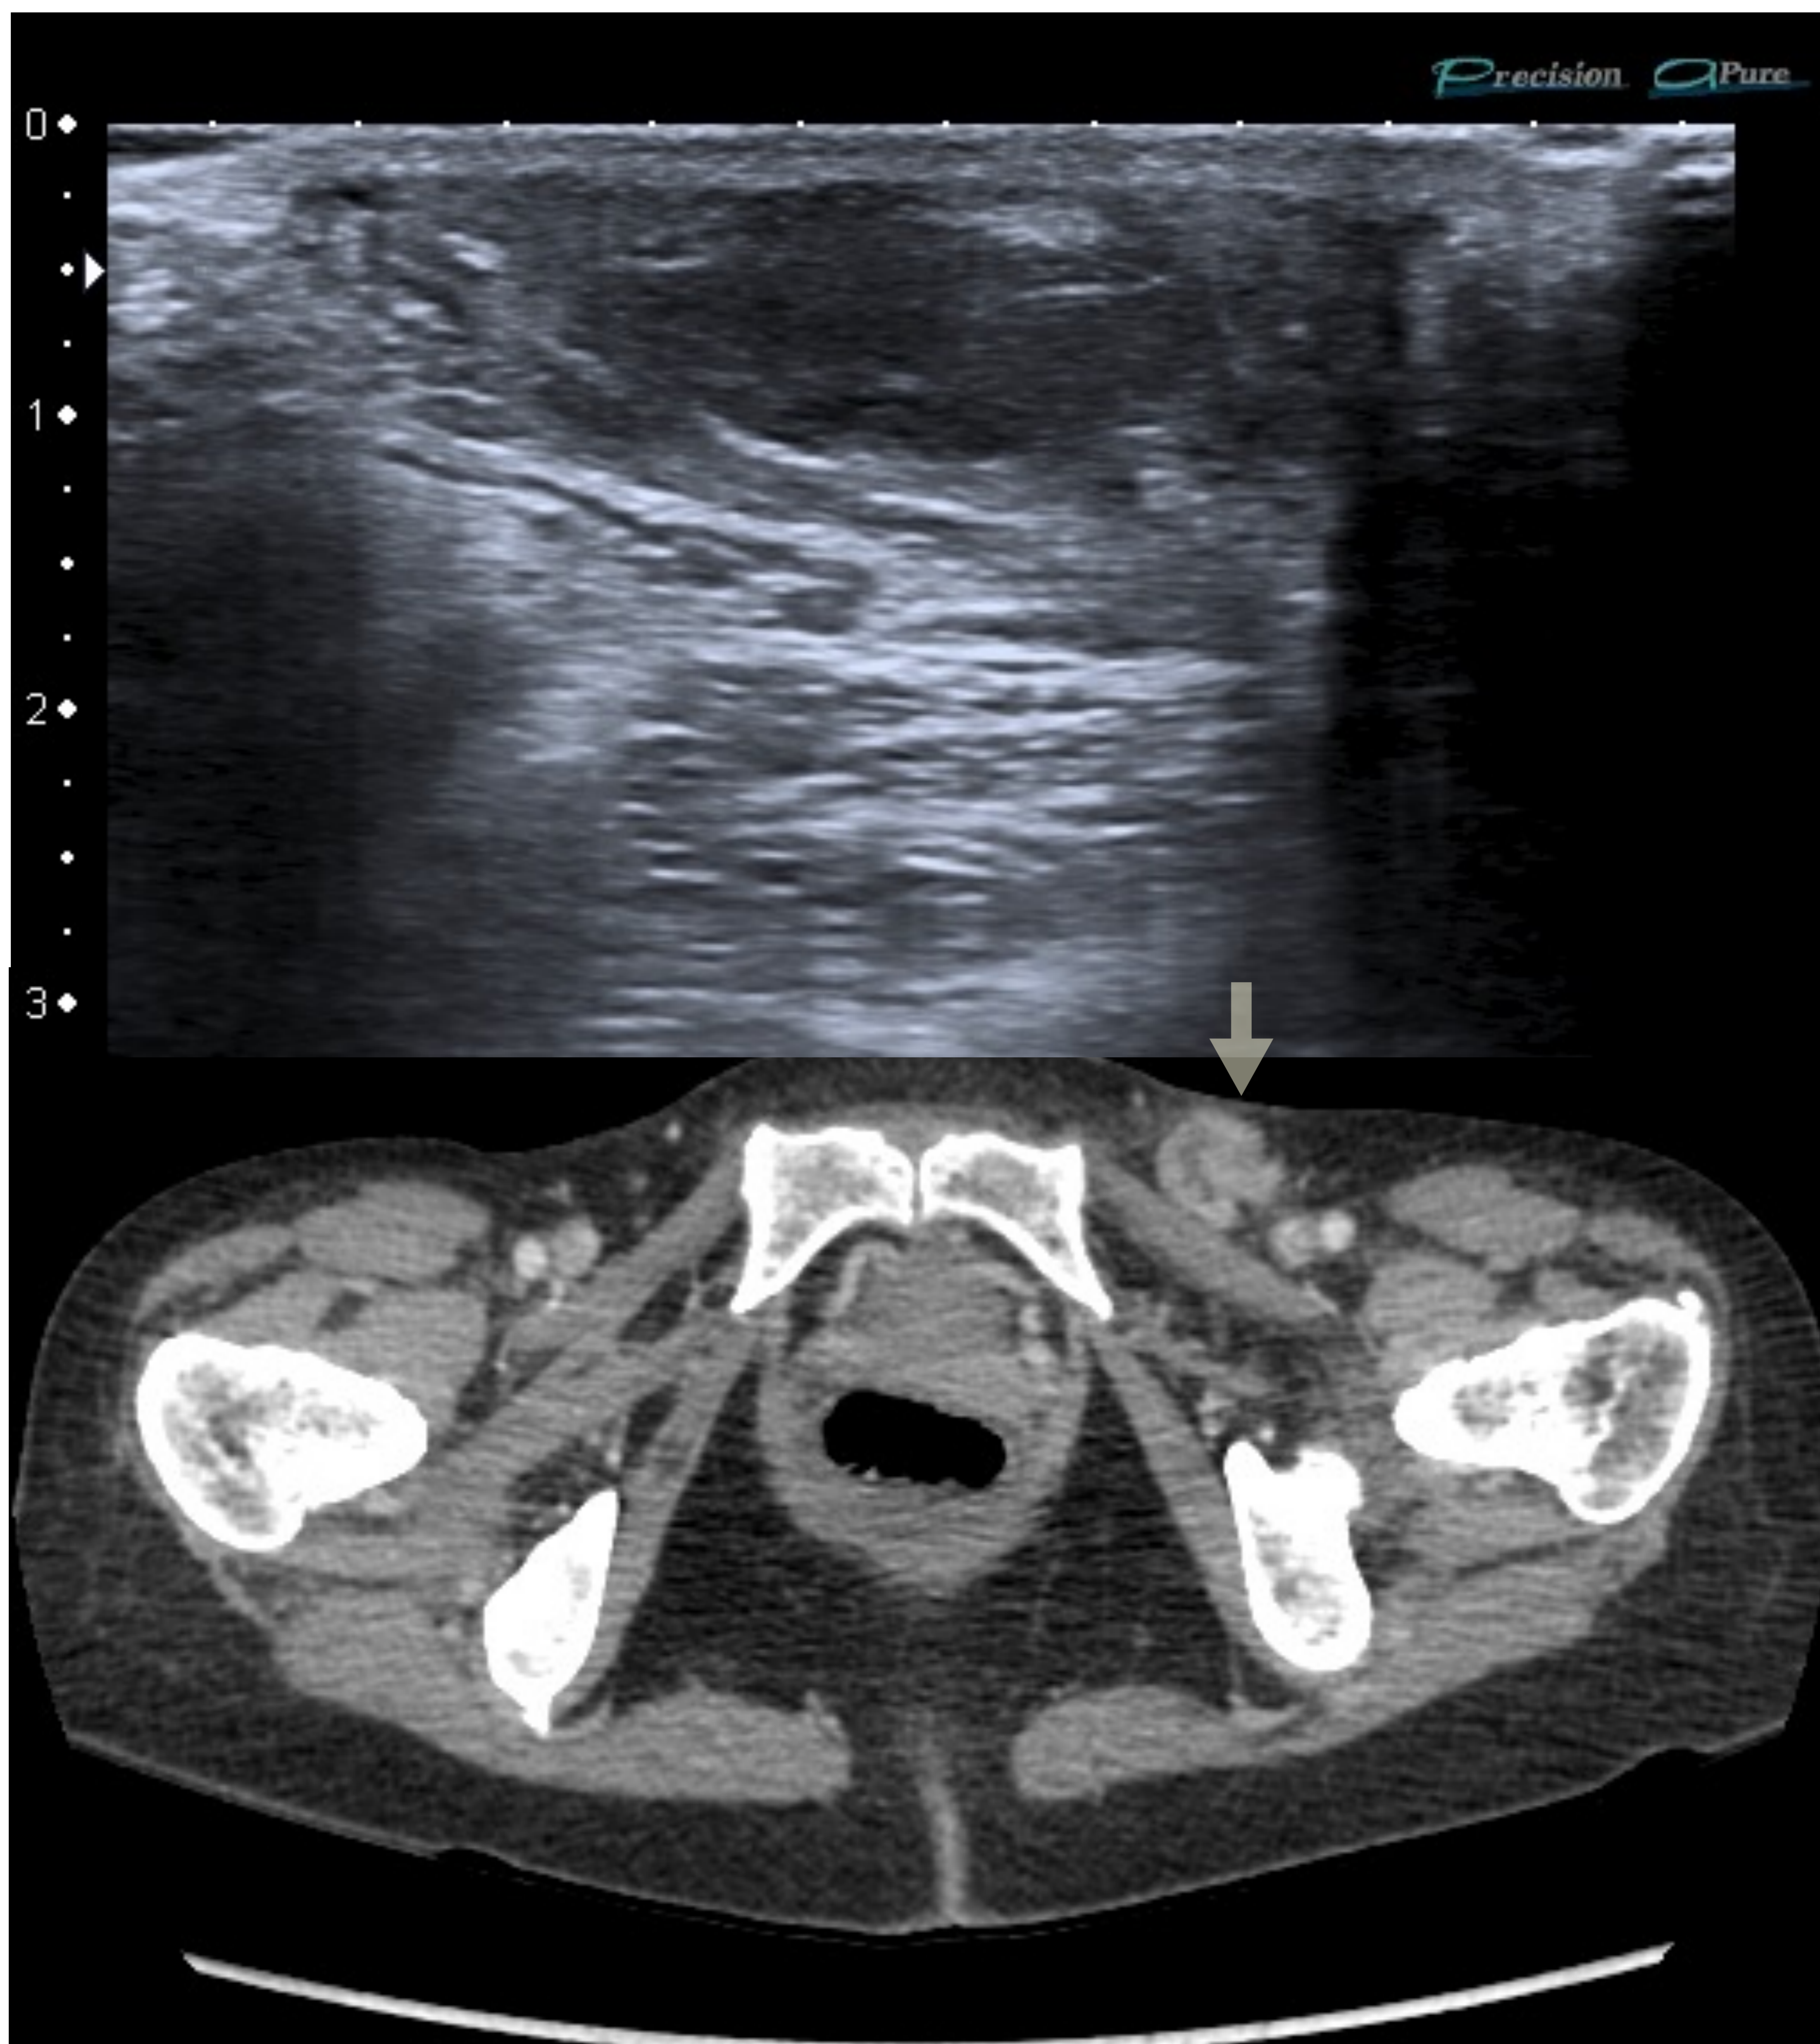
Ecografía inguinal. Absceso inguinal derecho. Hospital Universitario Nuestra Señora de Candelaria.
